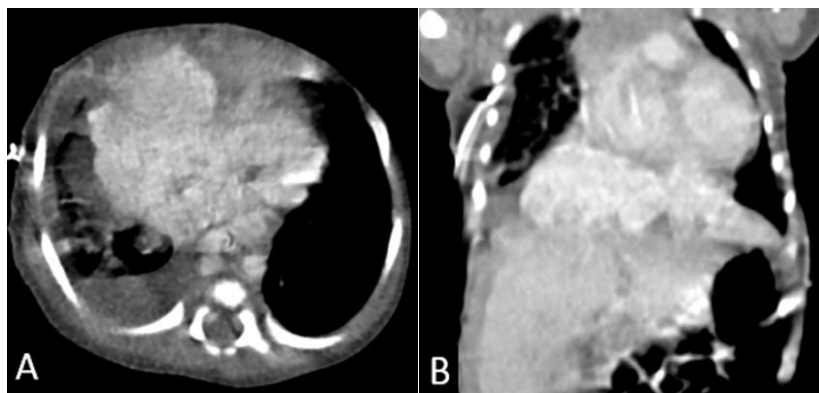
Chest computed tomography axial image (A), coronal image (B) showed 5×5×2 cm sized, lobulated, multiseptated enhancing mass between heart and diaphragm.
